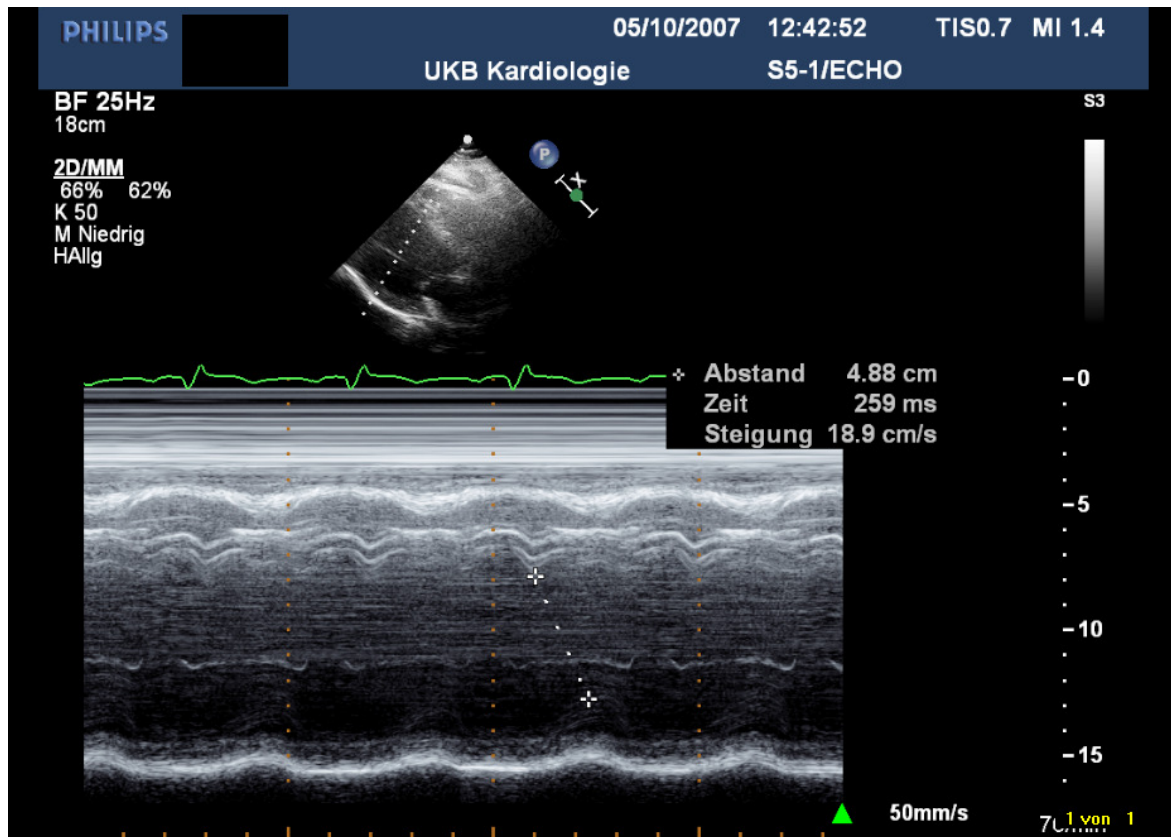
Echokardiographische Darstellung des intraventrikulären Delay im M-Mode
